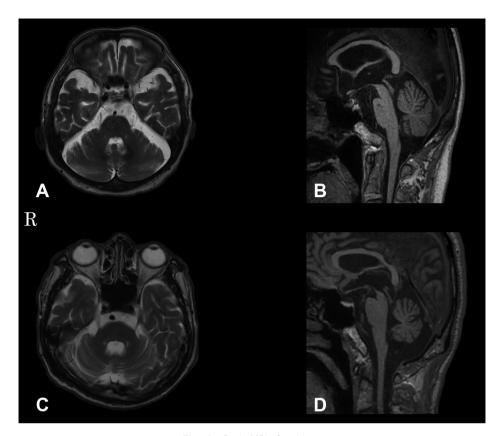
Brain MRI of patients.
